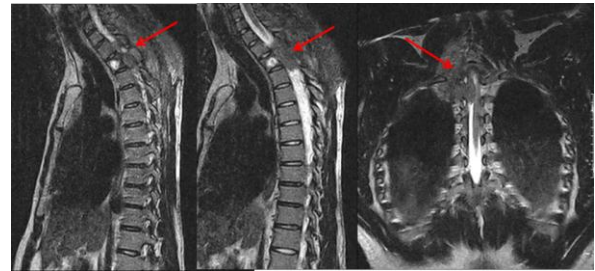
Imagen de RM de columna dorsal (paciente 1, secuencias T2) donde se apreció la recurrencia del sarcoma de Ewing, con infiltración ósea y crecimiento al interior de la cavidad torácica. (Fuente: Archivo de imágenes del Hospital Universitario "Manuel Ascunce Domenech").
